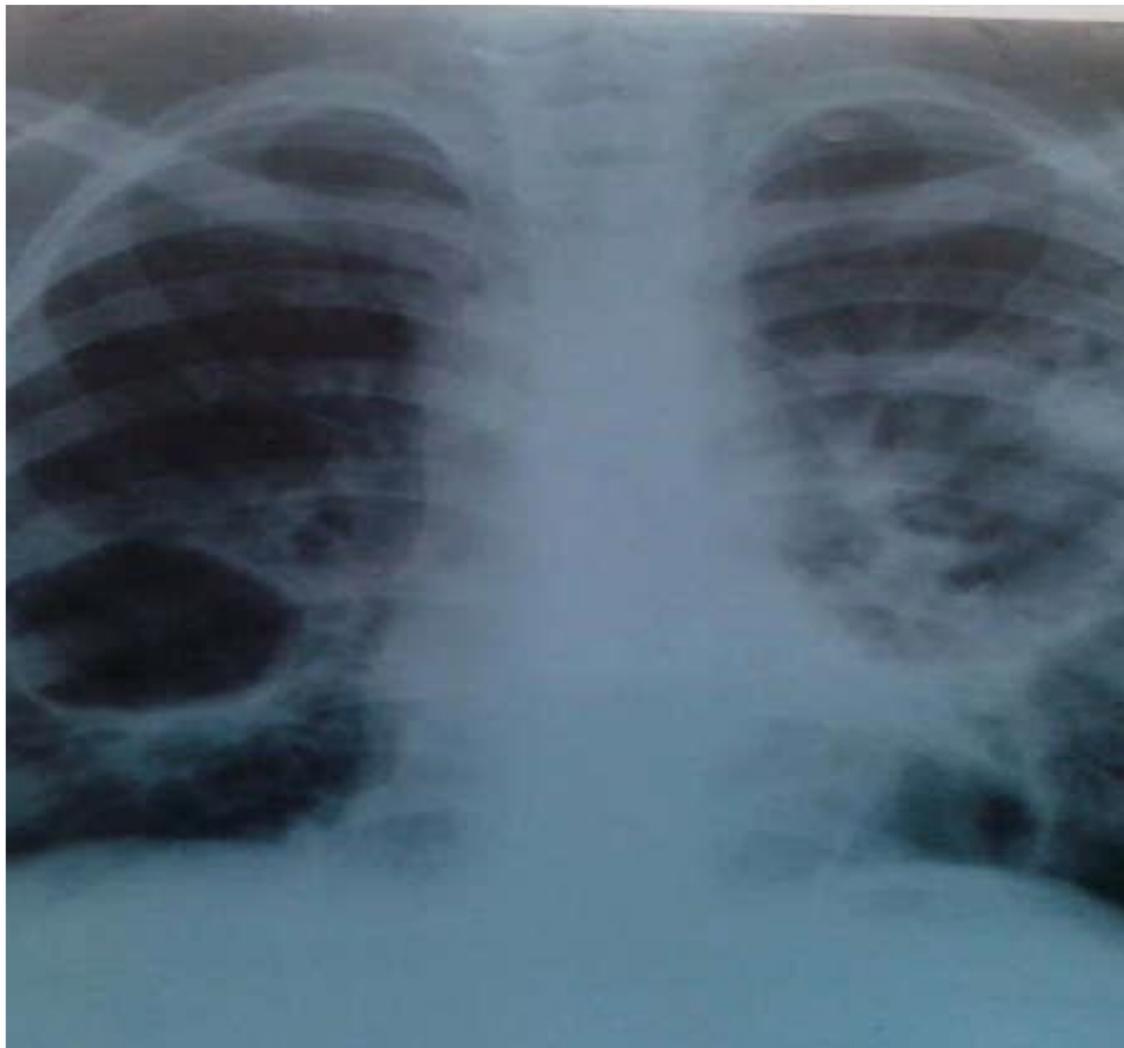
3. - Рентгенограмма ОГК ВИЧ-инфицированного пациента, фиброзно-кавернозная форма туберкулёза обоих легких МБТ +
